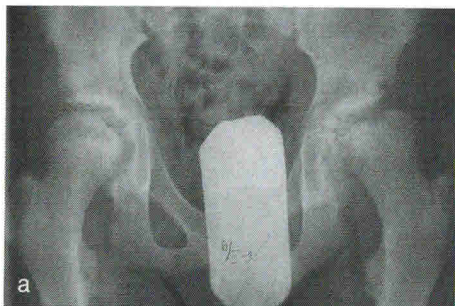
Больной М., 12 лет (история болезни № 261, 1995 г.). Диагноз «остаточный подвывих головки бедренной кости с двух сторон», рентгенограмма — до операции; б — через 6 мес после деторсионно-варирирующей остеотомии бедра с двух сторон: шеечно-диафизарный угол справа — 116° ; слева — 110° ; в — через 2 года после операции: шеечно-диафизарный угол справа — 115° ; слева — 108° (процесс «ревализации» шейки не выявлен) (Майоров А.Н., 2009)
